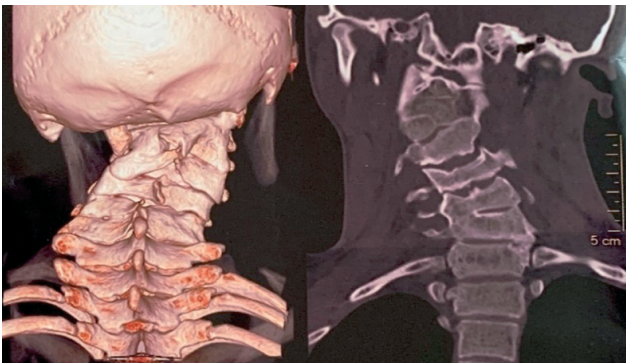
Хлопчик К., вік 13 р. КТ шийного відділу хребта.
